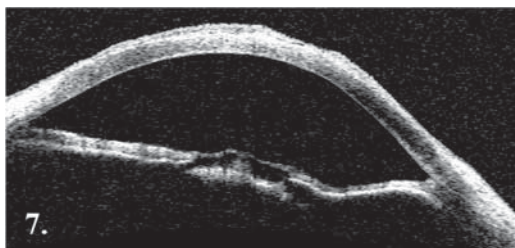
Оптическая когерентная томография переднего отрезка левого глаза после удаления келоида. Профиль роговицы и структура угла передней камеры сохранены, в просвете зрачка определялась фиброзная мембрана.
